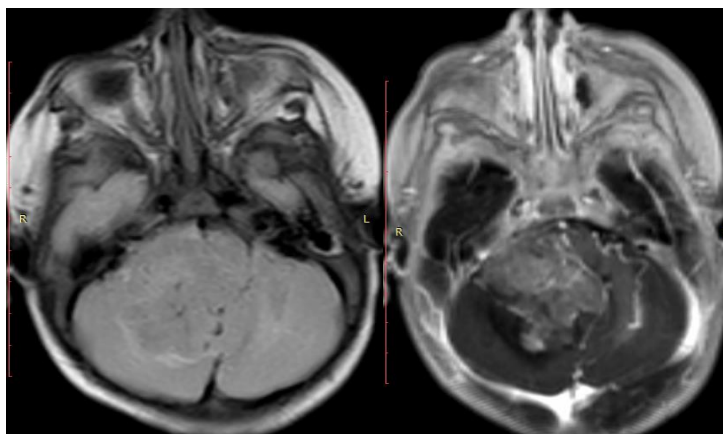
МРТ головного мозга пациентки П., 5 мес (и/б 8071-2017), Дз: АТРО. МРТ T1 постконтрастные и flair вид опухоли до операции
